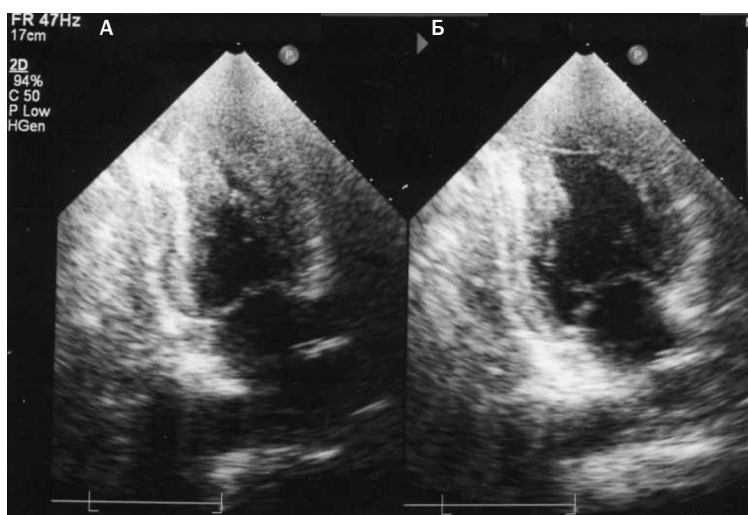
Результаты эхокардиографии больного от 2015 г.: А – систола левого желудочка, Б – диастола левого желудочка
